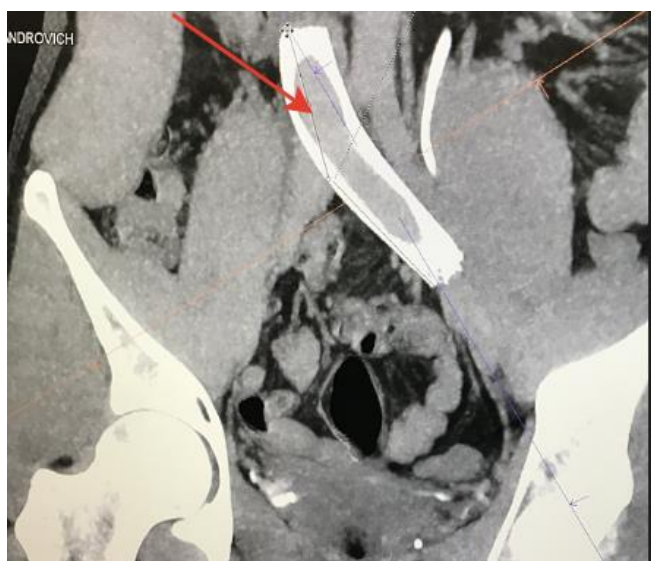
Данные КТ. Венозный стент WALLSTENT-Uni в левой общей
